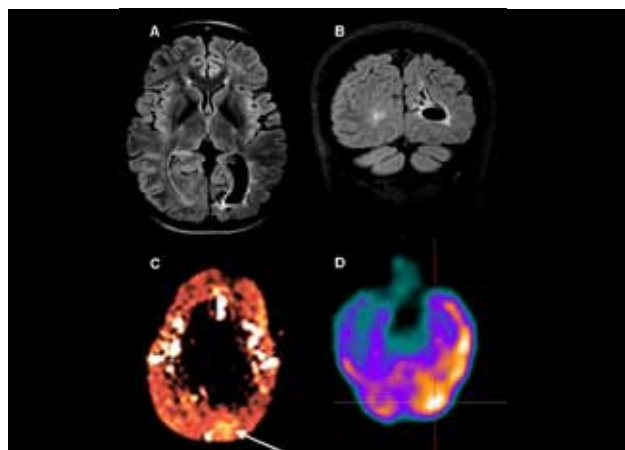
Doente com crises generalizadas. As imagens A e B (T2/FLAIR) evidenciam uma lesão clástica occipital esquerda. A última crise havia ocorrido 2 horas antes da realização da RM. Na imagem C (mapa de CBF) regista-se zona de hiperperusão (seta) na mesma região, concordante com os achados do SPECT ictal (imagem D).
